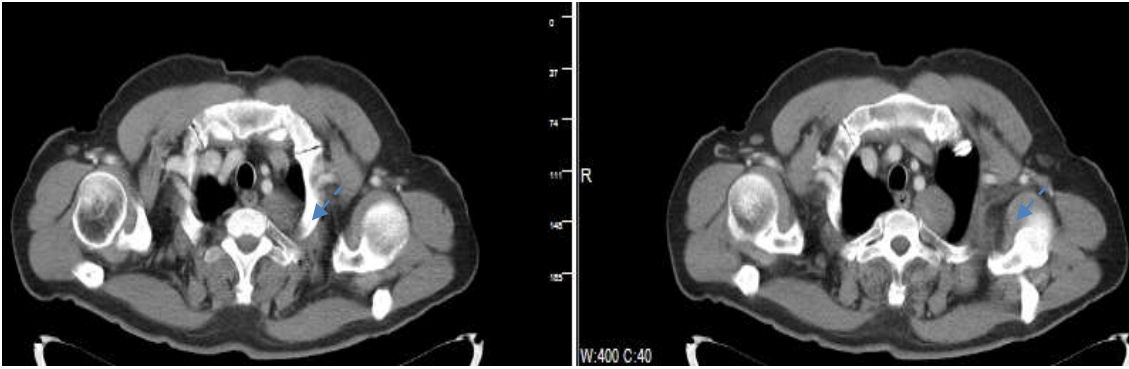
Bilgisayarlı tomografide sol hemitoraks üst mediastende posteriorda sol subklavyen arter orijini posterior,1.kosta anterior komşuluğunda 4*3 cm boyutlarında belirgin kontrast
